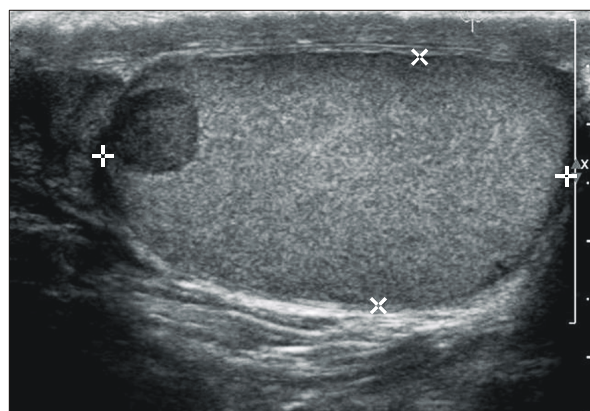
The ultrasonographic findings show a 0.8x0.8cm sized hypoechoic well margined lesion in the upper portion of the right testis, which is confined within the tunica albuginea.
